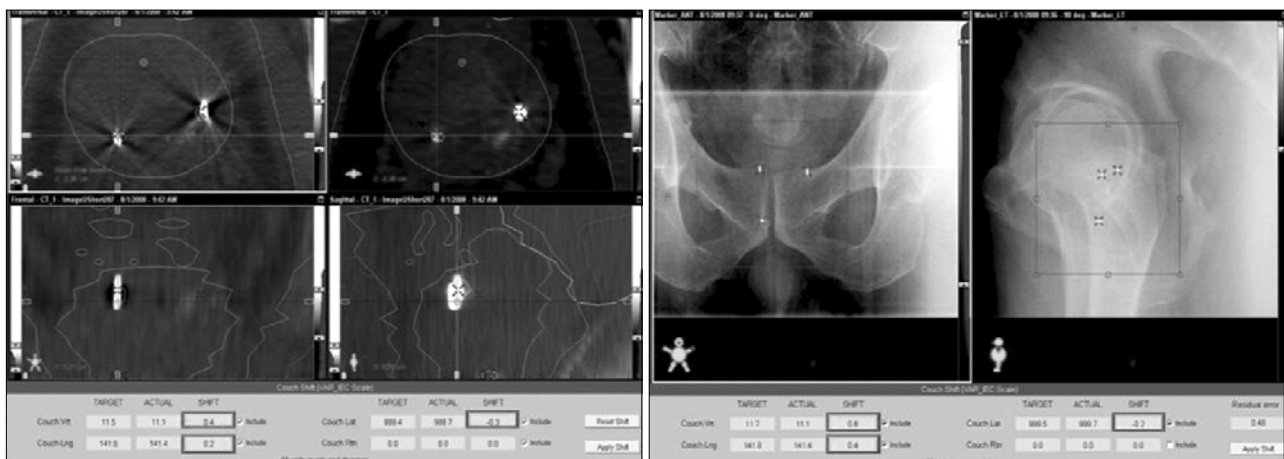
Confirmation shift value in CBCT and marker match.
